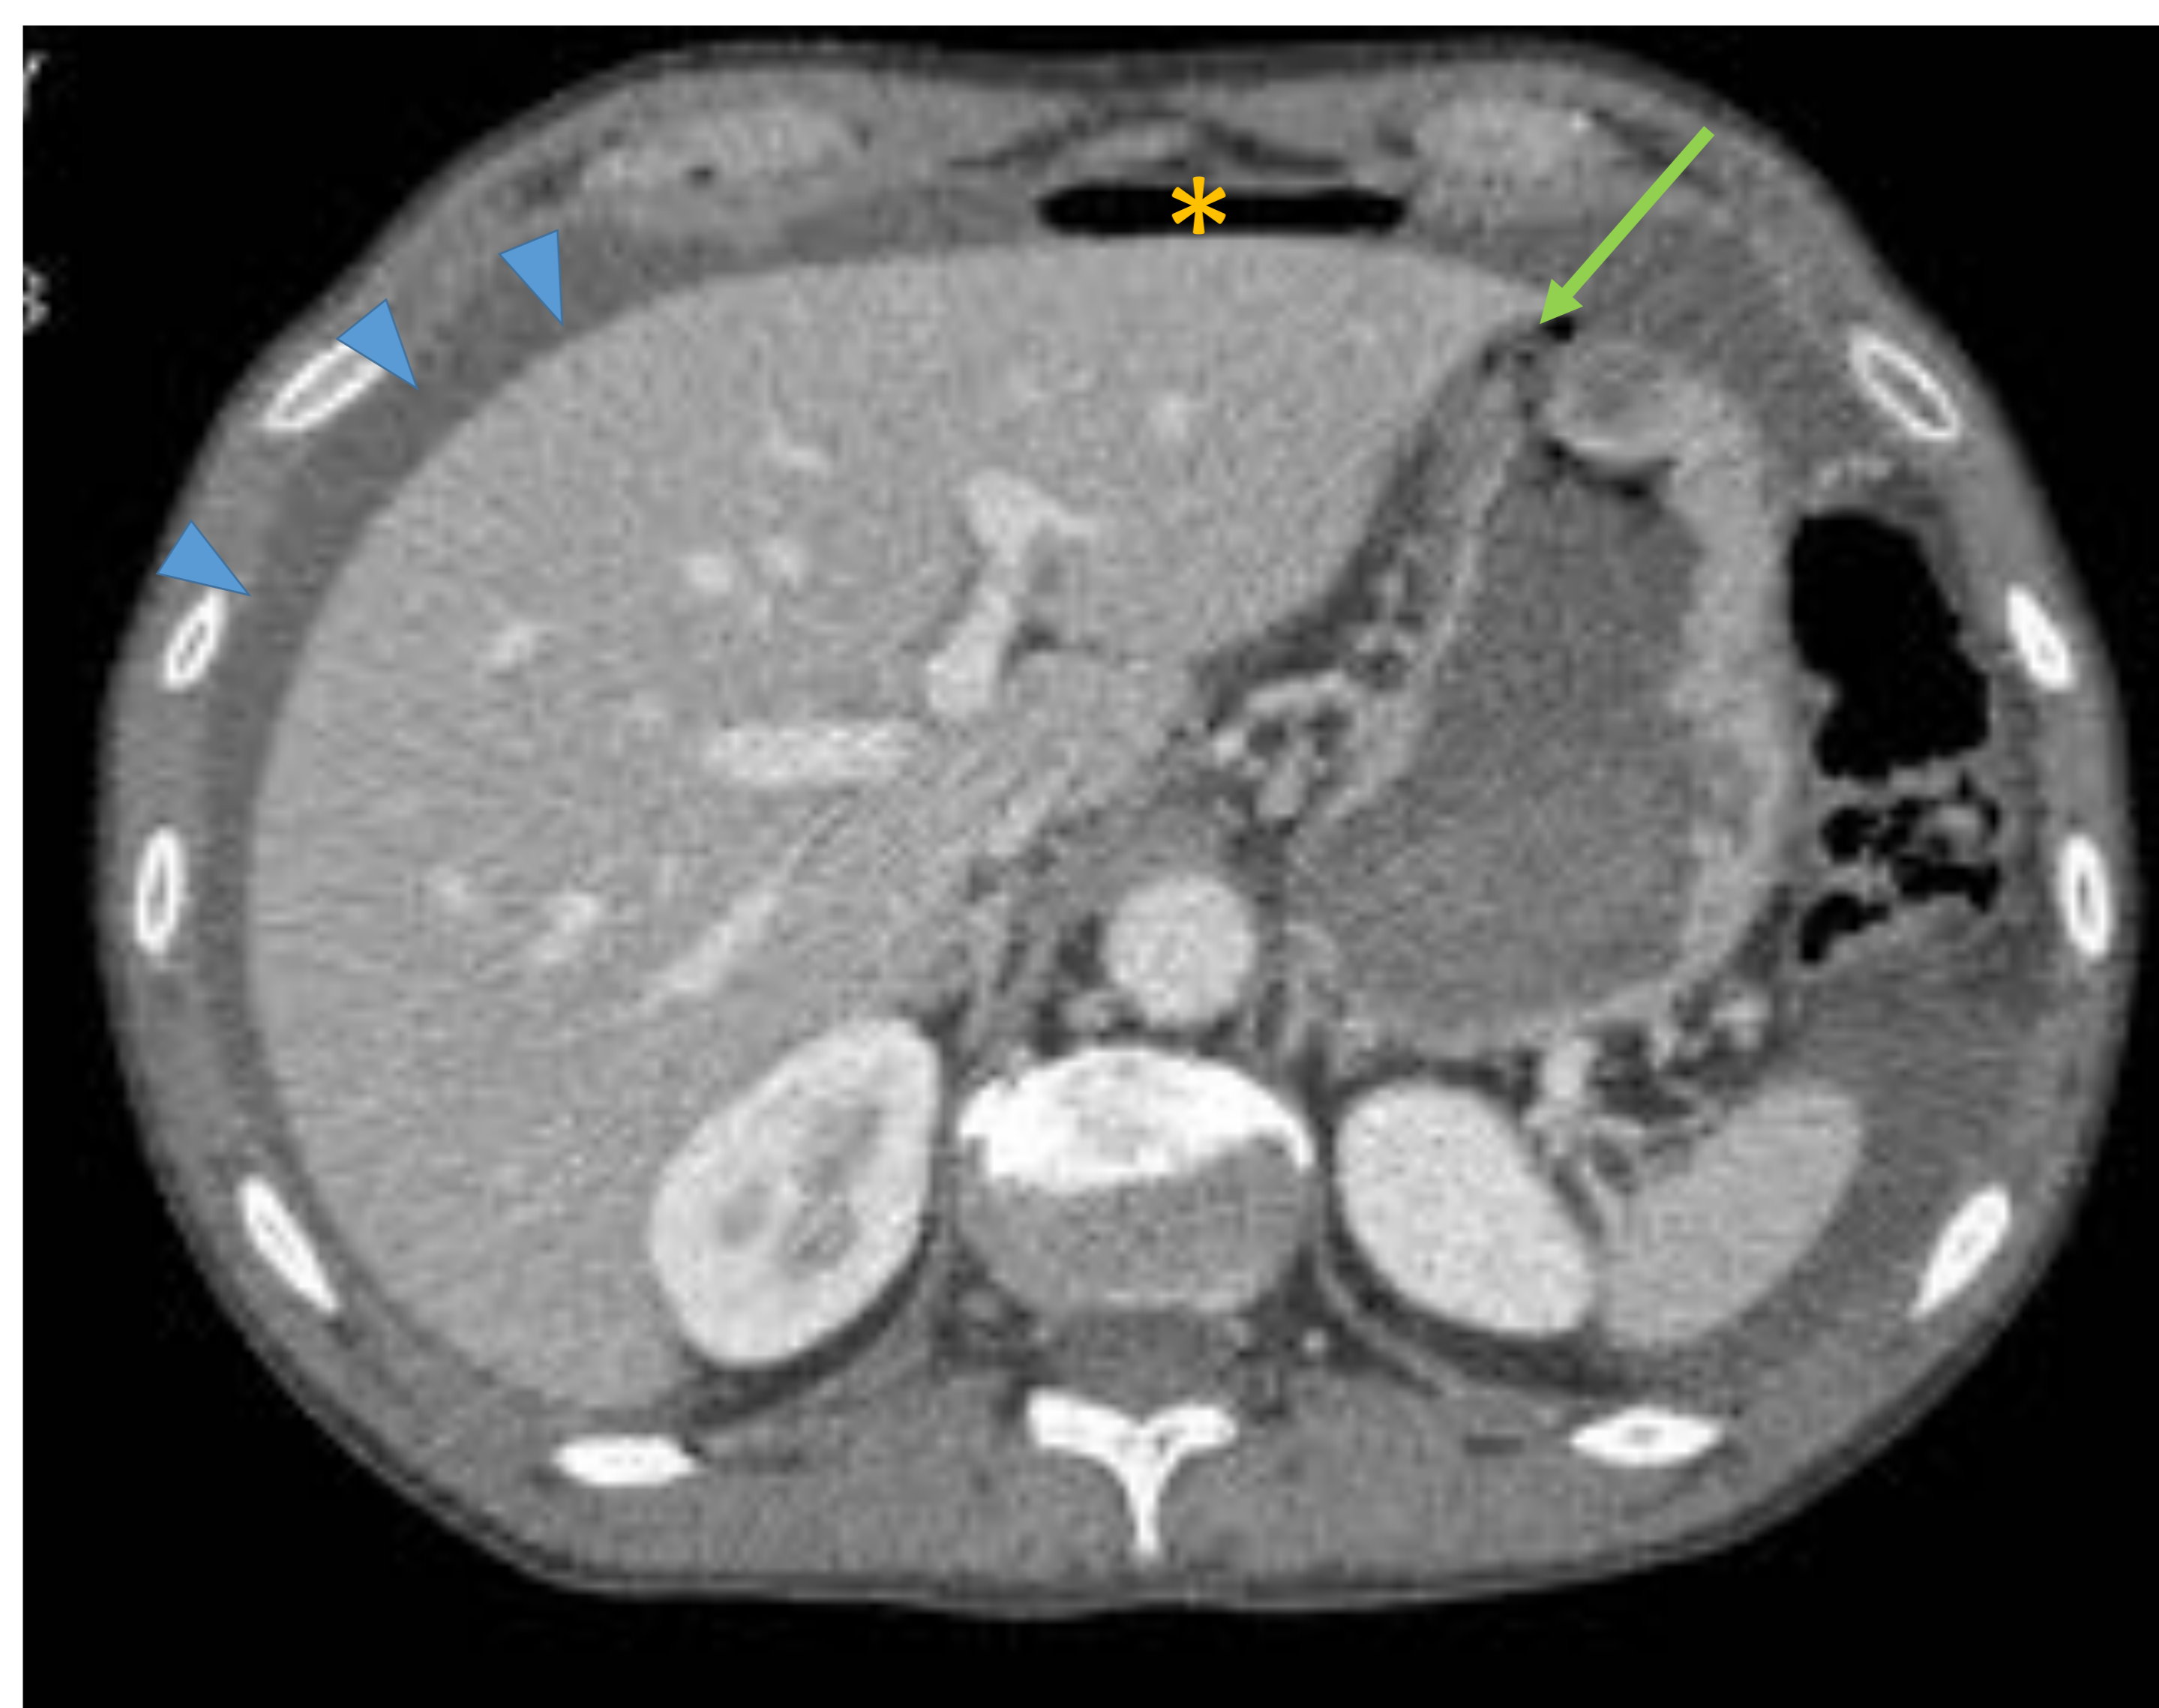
Varón de 52 años que acude por cuadro de abdomen agudo. En el TC se identifica engrosamiento parietal circunferencial antropilórico (flecha naranja), con cambios inflamatorios circundantes y pequeña solución de continuidad en la incisura angularis del antro gástrico (flecha verde) visualizada en los planos coronal (B) y sagital (C), con líquido libre (cabezas de flecha) y neumoperitoneo (asterisco). En este caso las reconstrucciones multiplanares son de gran ayuda para identificar la perforación.
